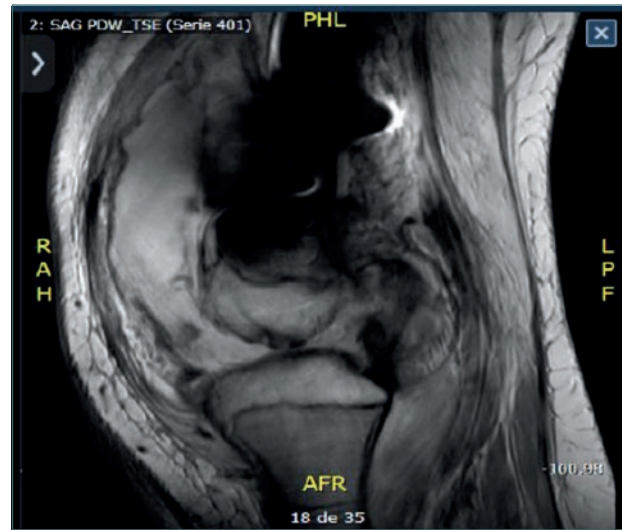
RM de la rodilla derecha.
